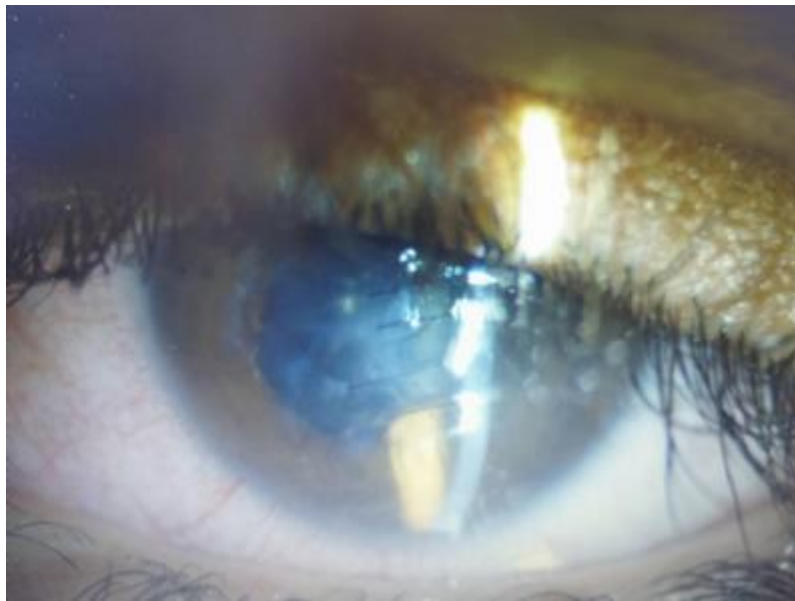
L'évolution a été marquée par la diminution de l'œdème de cornée dès J1. Cependant une inflammation de chambre antérieure est apparue avec hypotonie à J3. Une échographie a objectivé une effusion uvéale.
